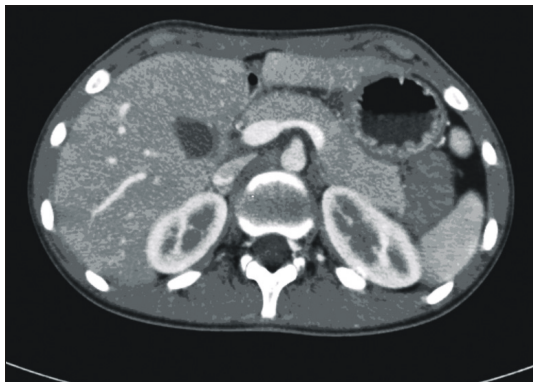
Abdominal CT shows small amount of fluid collection in the pelvic cavity and normal pancreatic parenchyma and duct.
